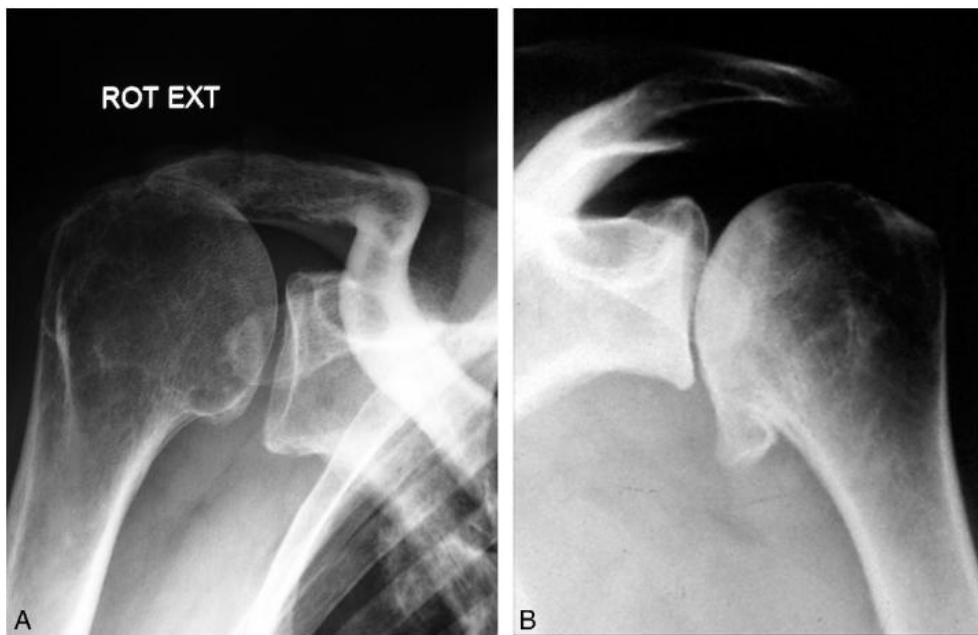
A Radiographies d'une omarthrose excentrée secondaire à la rupture de la coiffe des rotateurs à gauche et d'une omarthrose centrée à droite.
